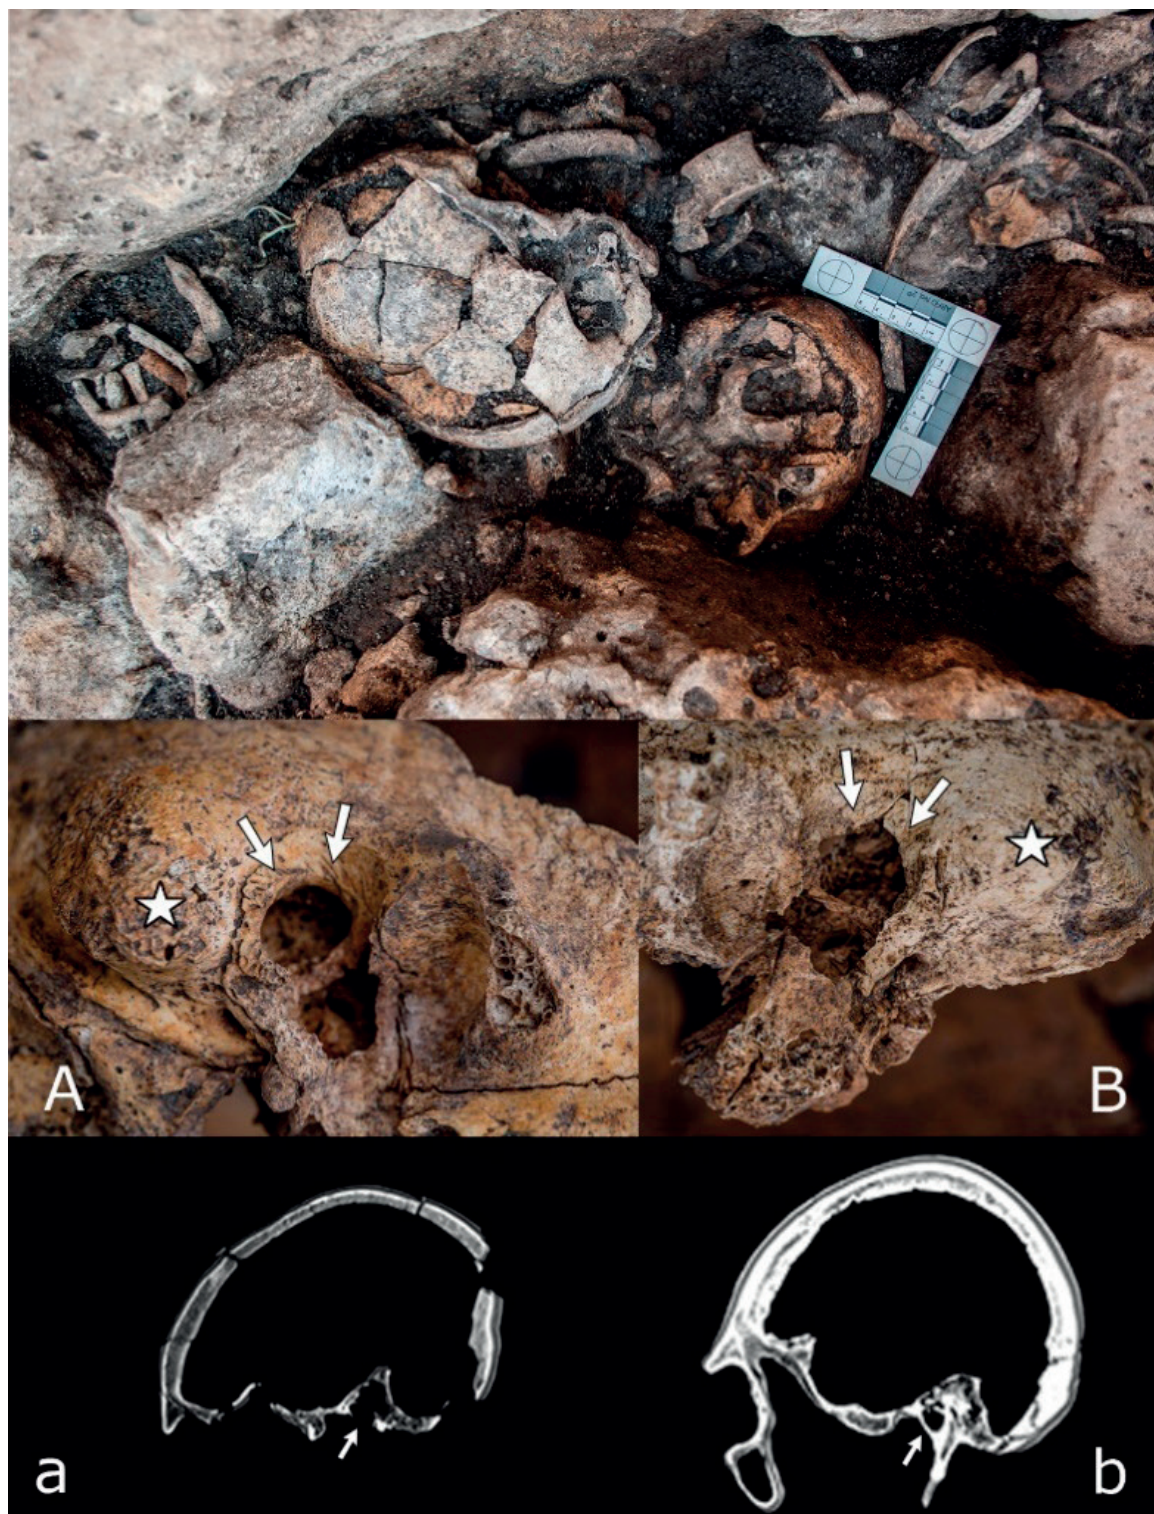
Superior: Ubicación del cráneo en estudio antes de su recuperación en el dolmen de El Pendón. Centro: detalles de la región auditiva externa en los huesos temporales derecho [A] e izquierdo [B] del cráneo en estudio. *Apófisis mastoides. Inferior: tomografías computarizadas de secciones parasagitales a nivel del oído medio derecho (las flechas apuntan al oído medio) del cráneo en estudio (a) y de un cráneo actual sano (b).
